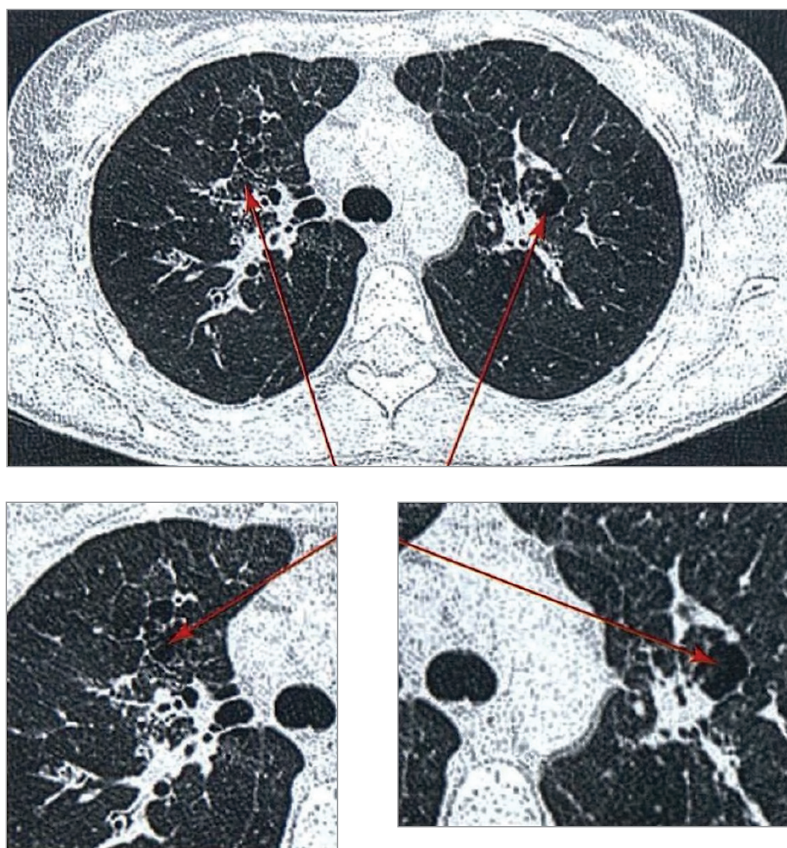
Компьютерная томография с признаками кистозной перестройки легочной ткани преимущественно в перибронховаскулярных зонах (стрелки), уровень бифуркации трахеи (по Марченкову Я.В., 2013 [18])
